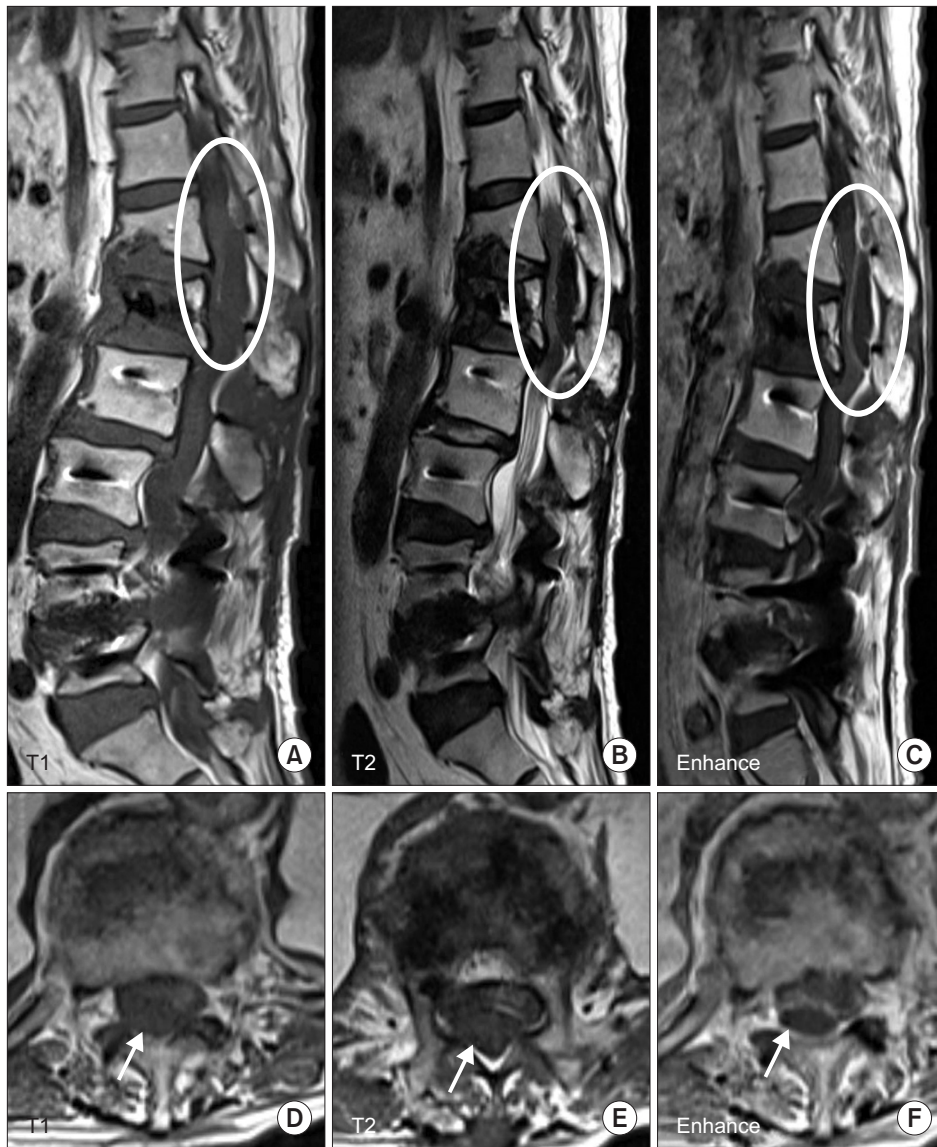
Magnetic resonance image. Unenhanced rod-like hypointense intensity mass in the posterior aspect of the thecal space of T12 to L1 resulted in compression of the spinal cord. (A-C) Sagittal images (circles). (D-F) Axial images (arrows).
